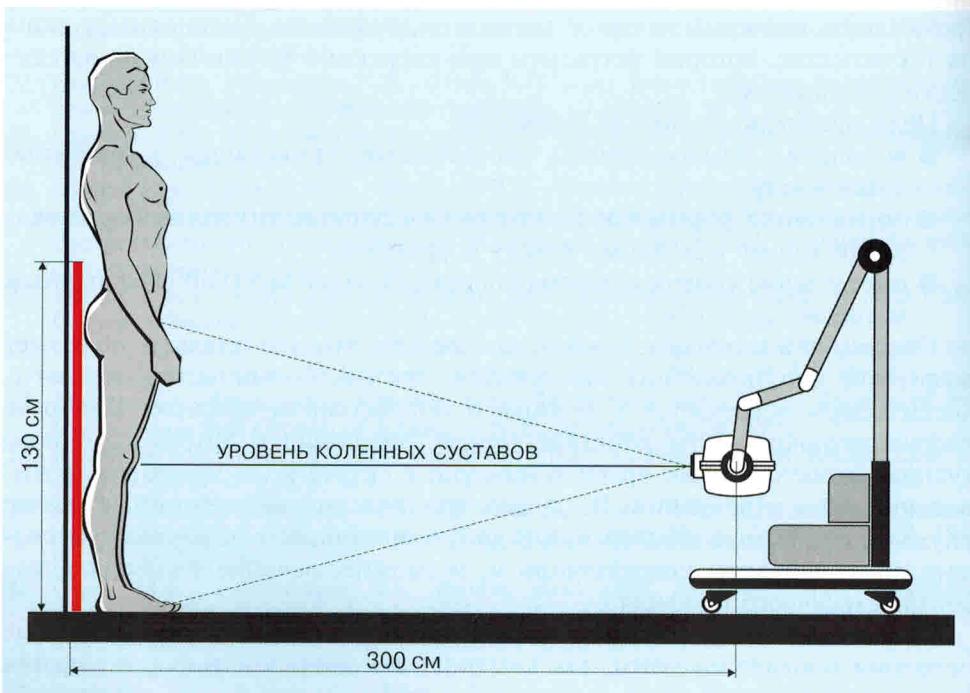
Рентгенография для оценки положения механической оси.
